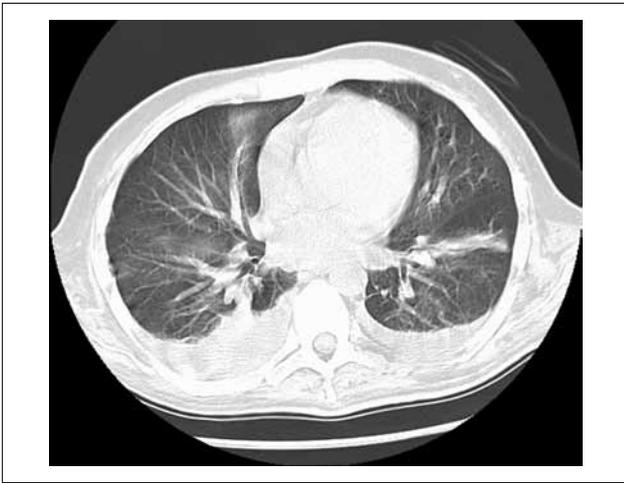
КТ органов грудной клетки до начала полихимиотерапии: прозрачность легочного фона диффузно снижена из-за обширных зон альвеолярной инфильтрации по типу матового стекла. В верхней доле левого легкого определяются фокусы уплотнения легочной ткани неомогенной структуры
